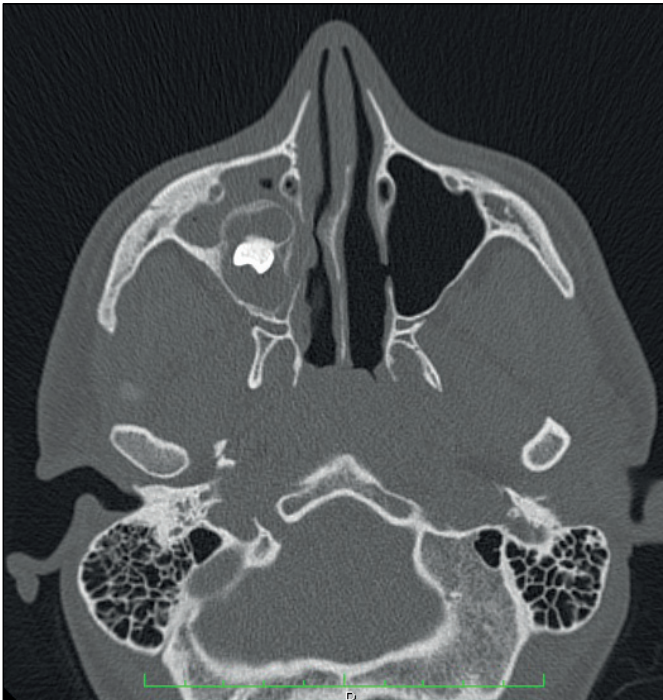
TDM du massif facial sans injection en coupe axiale. Pas de comblement de la partie antérieure du sinus ; images aériques évoquant une réaction inflammatoire.
